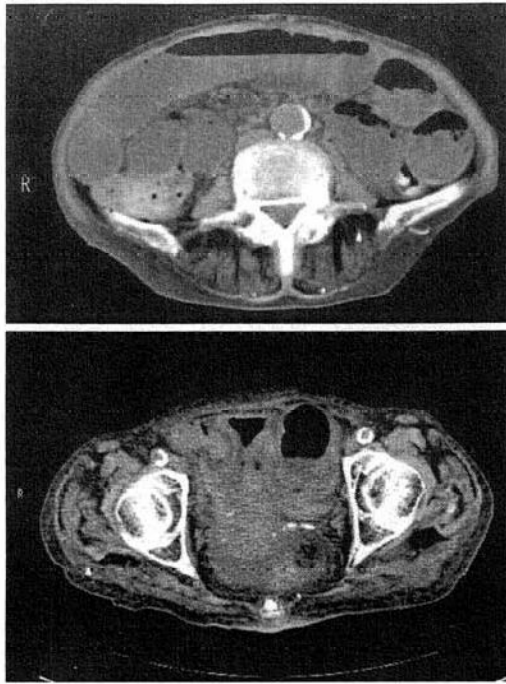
a: 腹部単純CT。明らかな閉塞機転のない小腸全体のびまん性の拡張と内容物の貯留を認める。
